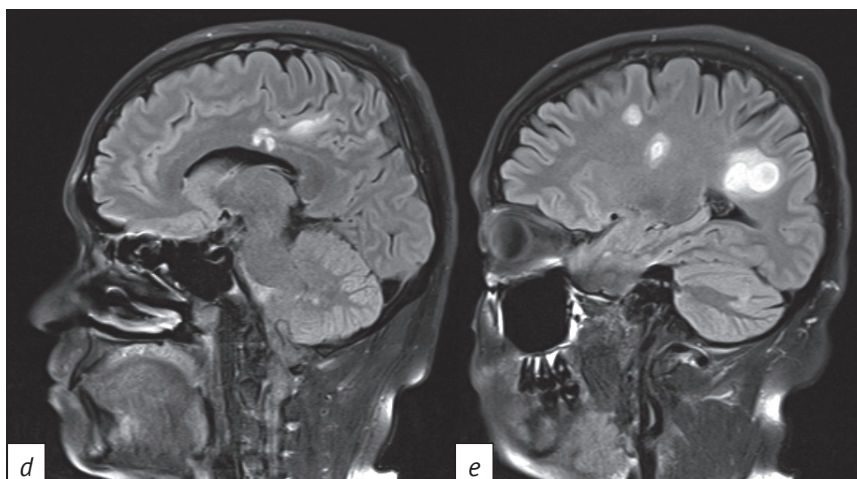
МР-томограммы головного мозга в аксиальной (а–с) и сагиттальной (d, e) проекциях в режиме T2 dark fluid от 15.06.2023 г.: множественные гиперинтенсивные очаги в больших полушариях, парагиппокампально, в поясных извилинах, перивентрикулярном белом веществе, а также в мозолистом теле, стволе мозга и гемисферах мозжечка, преимущественно продолговатой формы, шириной от 0,2 до 2,0 см, некоторые с перифокальным отеком, местами сливающиеся между собой
